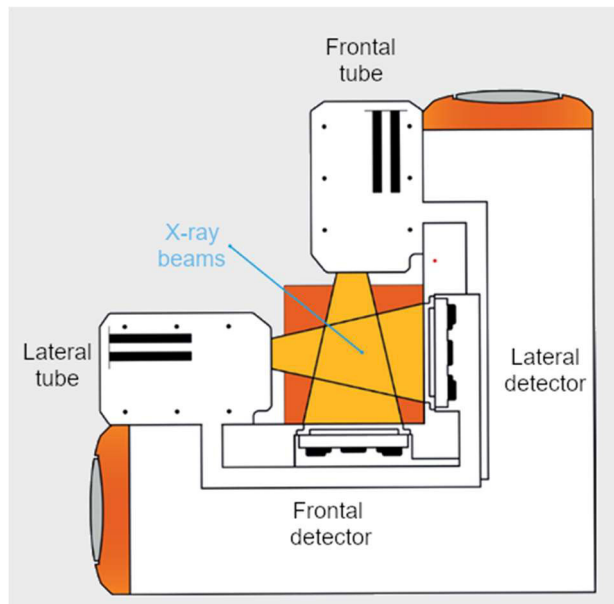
Draufsicht EOS Röntgengerät [vgl. 7, S.1]
